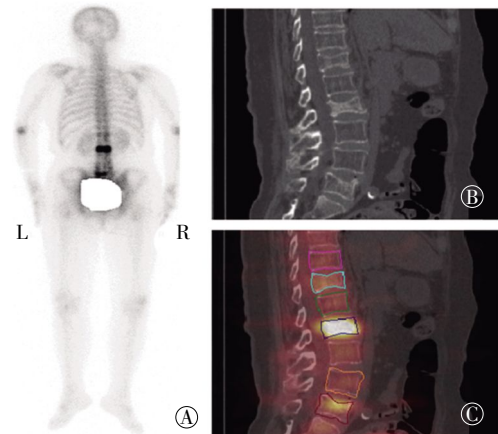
多发椎体压缩性骨折 ^{99m}Tc -MDP SPECT/CT 骨显像图像。患者女性, 63 岁, 腰背部疼痛伴活动受限, 近日逐渐加重。对第 2、5 腰椎行“经皮椎体成形术”, 术后症状明显缓解。图中, A: ^{99m}Tc -MDP 骨显像全身体位图, 可见第 12 胸椎显像剂分布轻度增高, 第 2 腰椎均匀性显像剂浓聚影, 第 5 腰椎局部均匀性显像剂浓聚影; B: 同机 CT 断层矢状位图, 可见第 12 胸椎及第 2、5 腰椎压缩性改变; C: ^{99m}Tc -MDP SPECT/CT 融合图, 可见第 12 胸椎显像剂轻度增高, 第 2、5 腰椎均匀性显像剂浓聚影, 粉红色、墨绿色及橙色线条勾画椎体为病灶邻近的正常椎体, 分别对应为第 11 胸椎及第 1、4 腰椎, 浅蓝色、深蓝色及深红色线条勾画椎体为病灶椎体, 分别对应为第 12 胸椎及第 2、5 腰椎; 第 12 胸椎及第 2、5 腰椎与邻近椎体的放射性计数比值 T/NT 值分别为 1.08、5.22 及 1.68。
